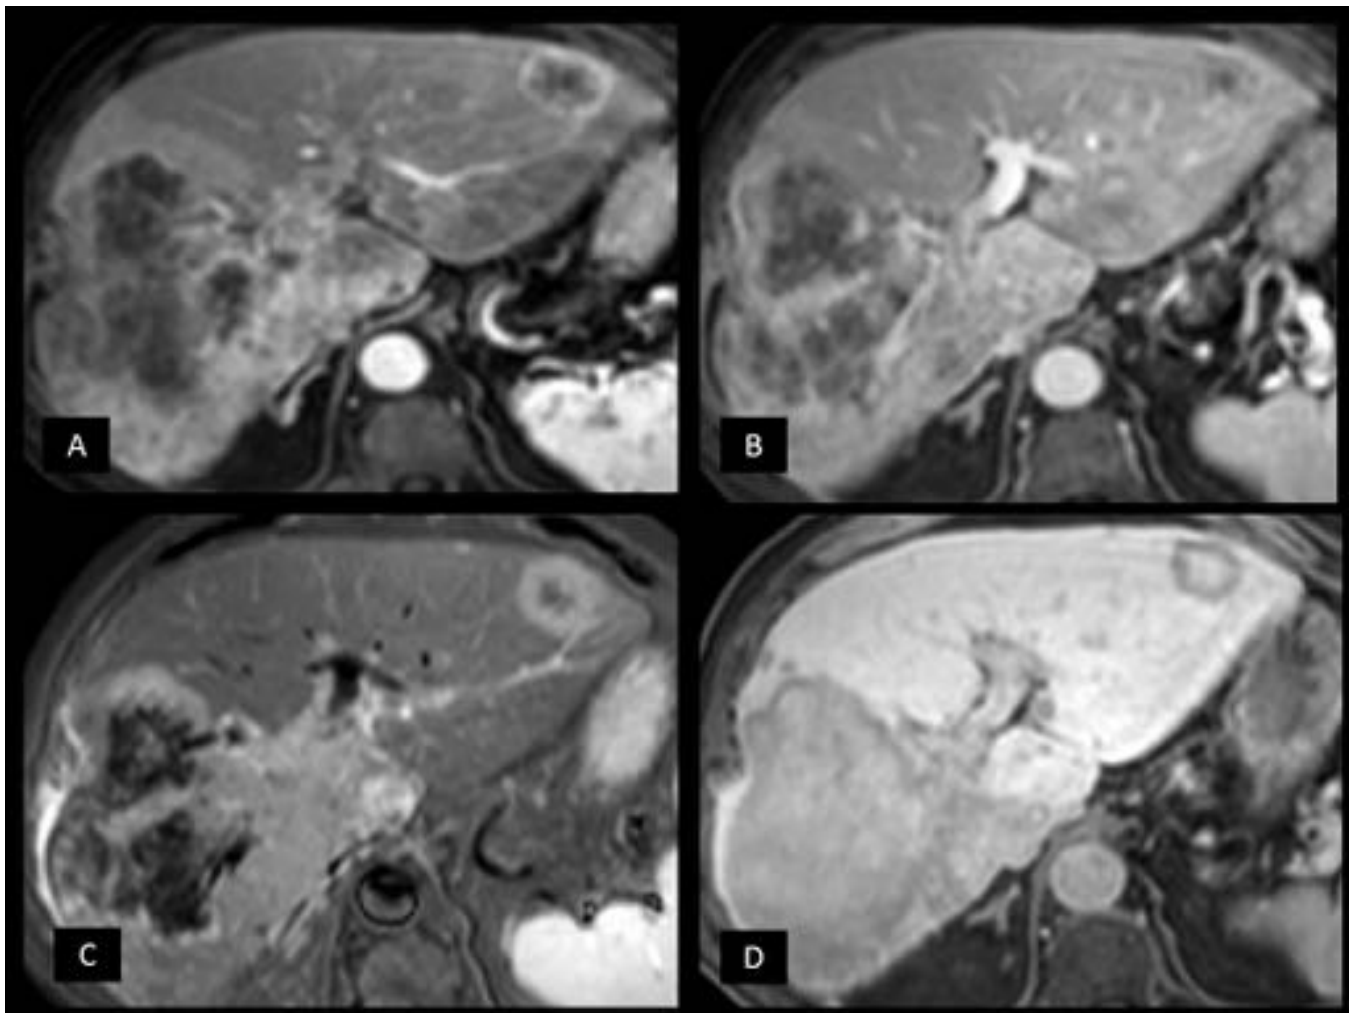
Metástasis con centro fibroso. Imágenes de RM T1 con contraste en fase arterial (A) y portal (B) con realce predominantemente periférico y heterogéneo, que en RM T2 con supresión grasa (C) presenta un centro fibrótico. D: en fase hepatocitaria se observa la persistencia del realce intersticial de la fibrosis.
